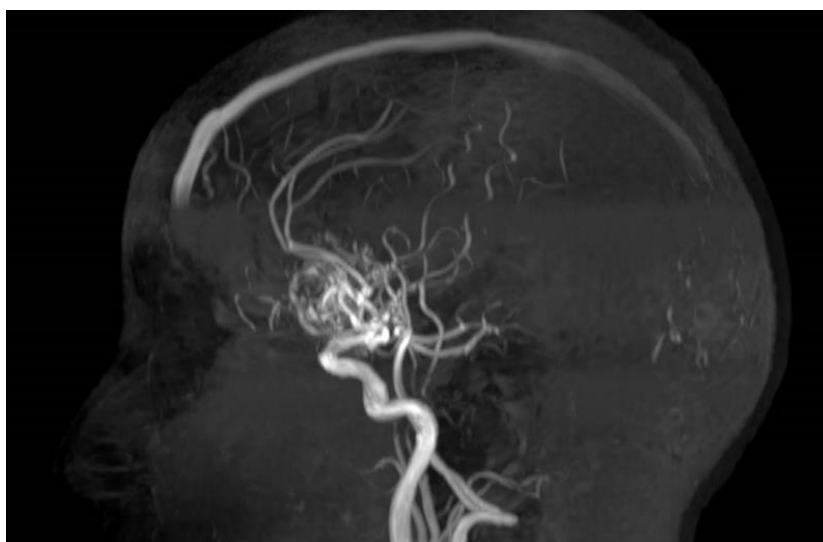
Angiografía por resonancia magnética, probables aferencias por rama orbitofrontal y frontopolar, caso 4.
